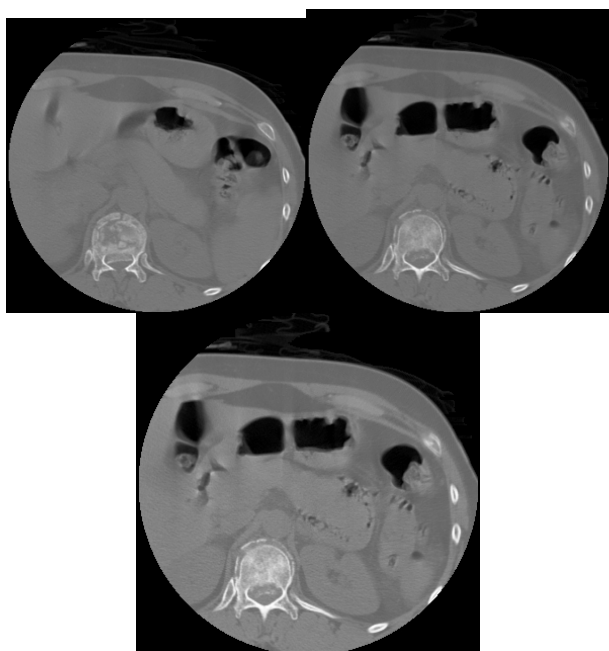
Aspecte CT axial în fractura corpului vertebral T12 cu migrare de fragment osos intracanalara
